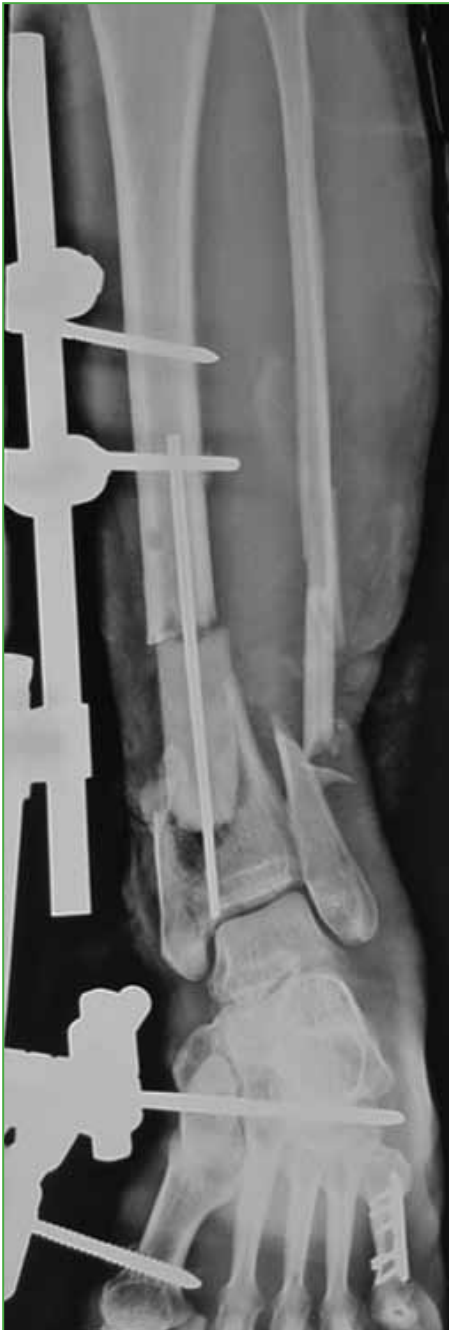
Radiografía de pierna, de frente, luego de la colocación del espaciador con antibiótico y la fijación externa.
